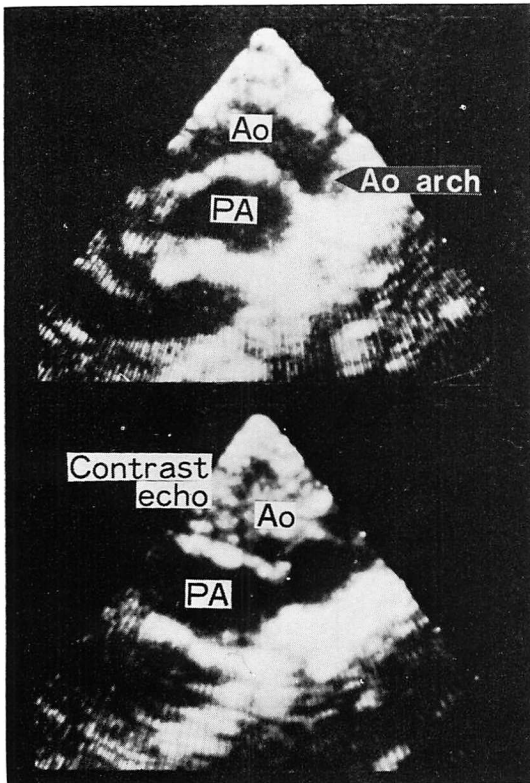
Long axis two-dimensional echocardiograms from an infant with d-transposition without ventricular septal defect (Y. T., 2 m, male).
